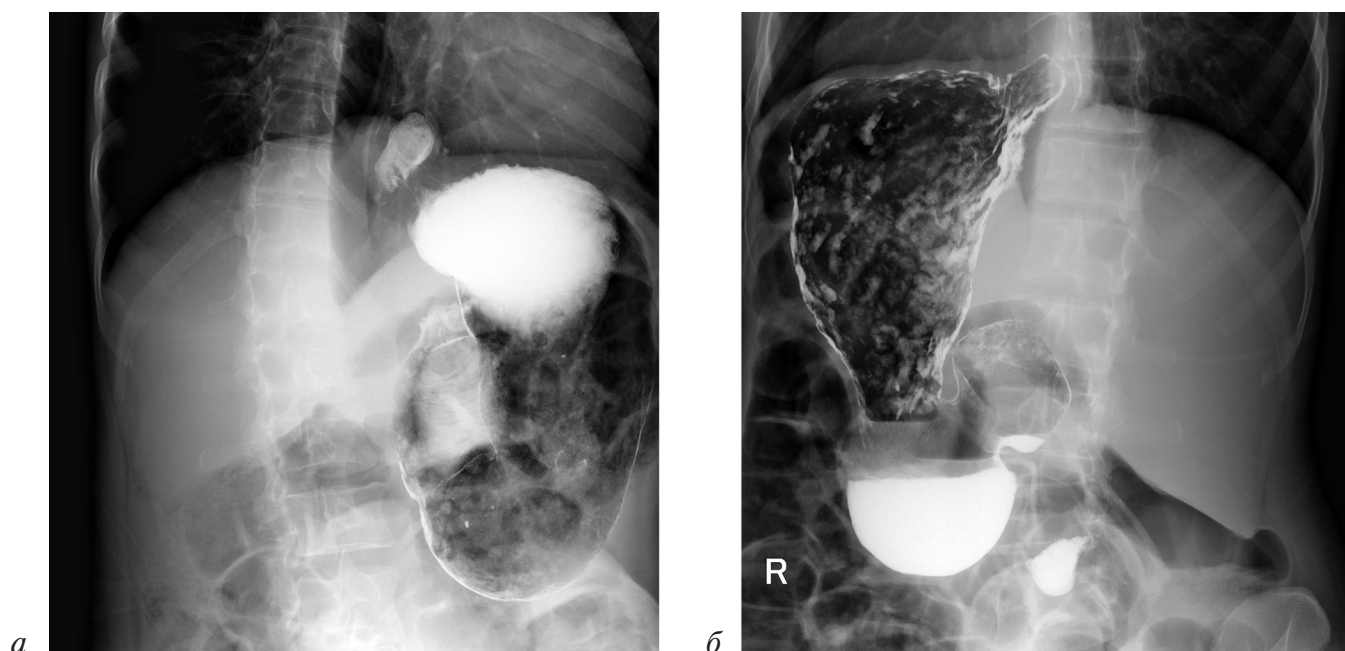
Результаты рентгеноскопии:
